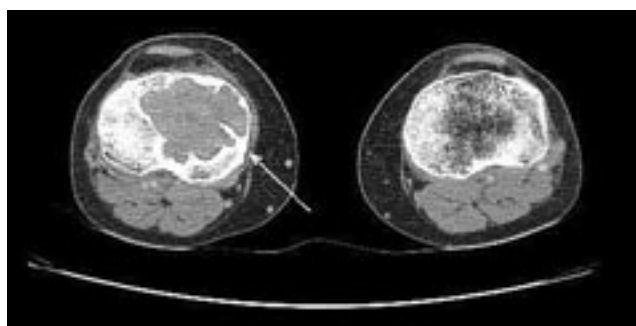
Компьютерная томограмма верхней трети правой и левой голени больной П. (стрелкой указана зона остеобластокластомы)
